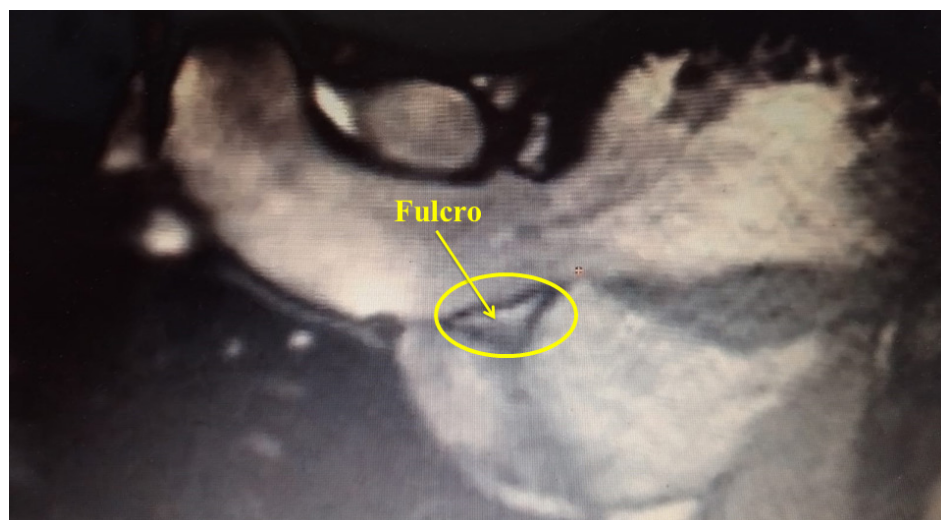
El fulcro cardíaco en diástole. Resonancia en humano adulto.
